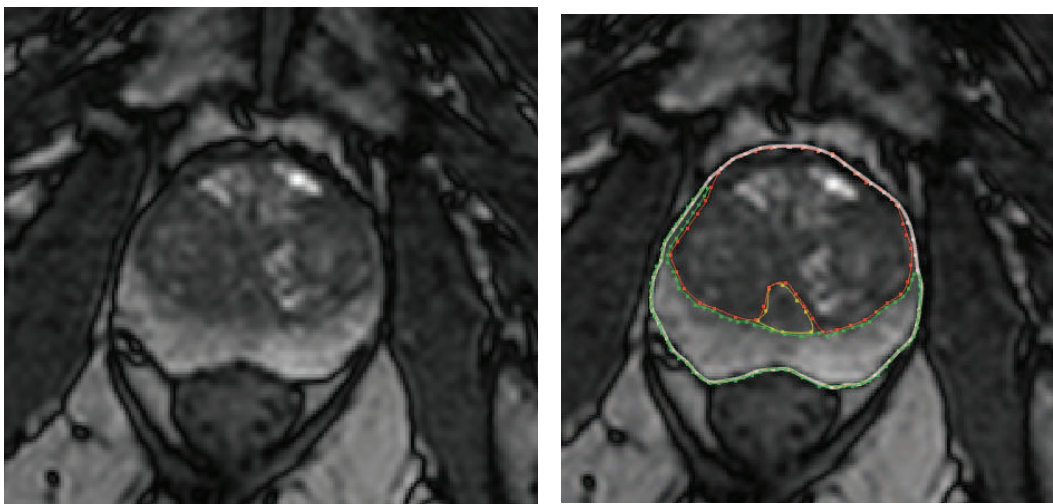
Exemple d'IRM axiale pondérée au T2 de la prostate. La zone centrale (en rouge), la zone périphérique (en vert) et l'urètre (en jaune) sont délimités sur l'image de droite.
